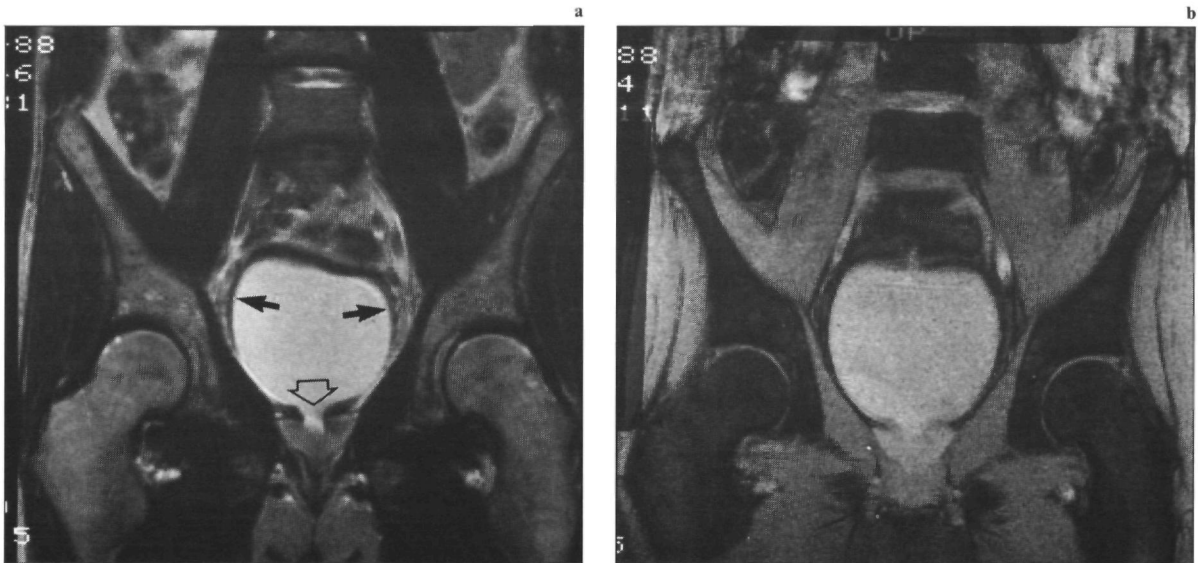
Coronale MRI-opnamen: (a) T₂-gewogen opname (1,5 T; SE/2000/90/2) en (b) T₂*-gewogen opname (1,5 T; FISP/150/15/2, $\alpha=15^\circ$) (zie ook figuur 4-1).
